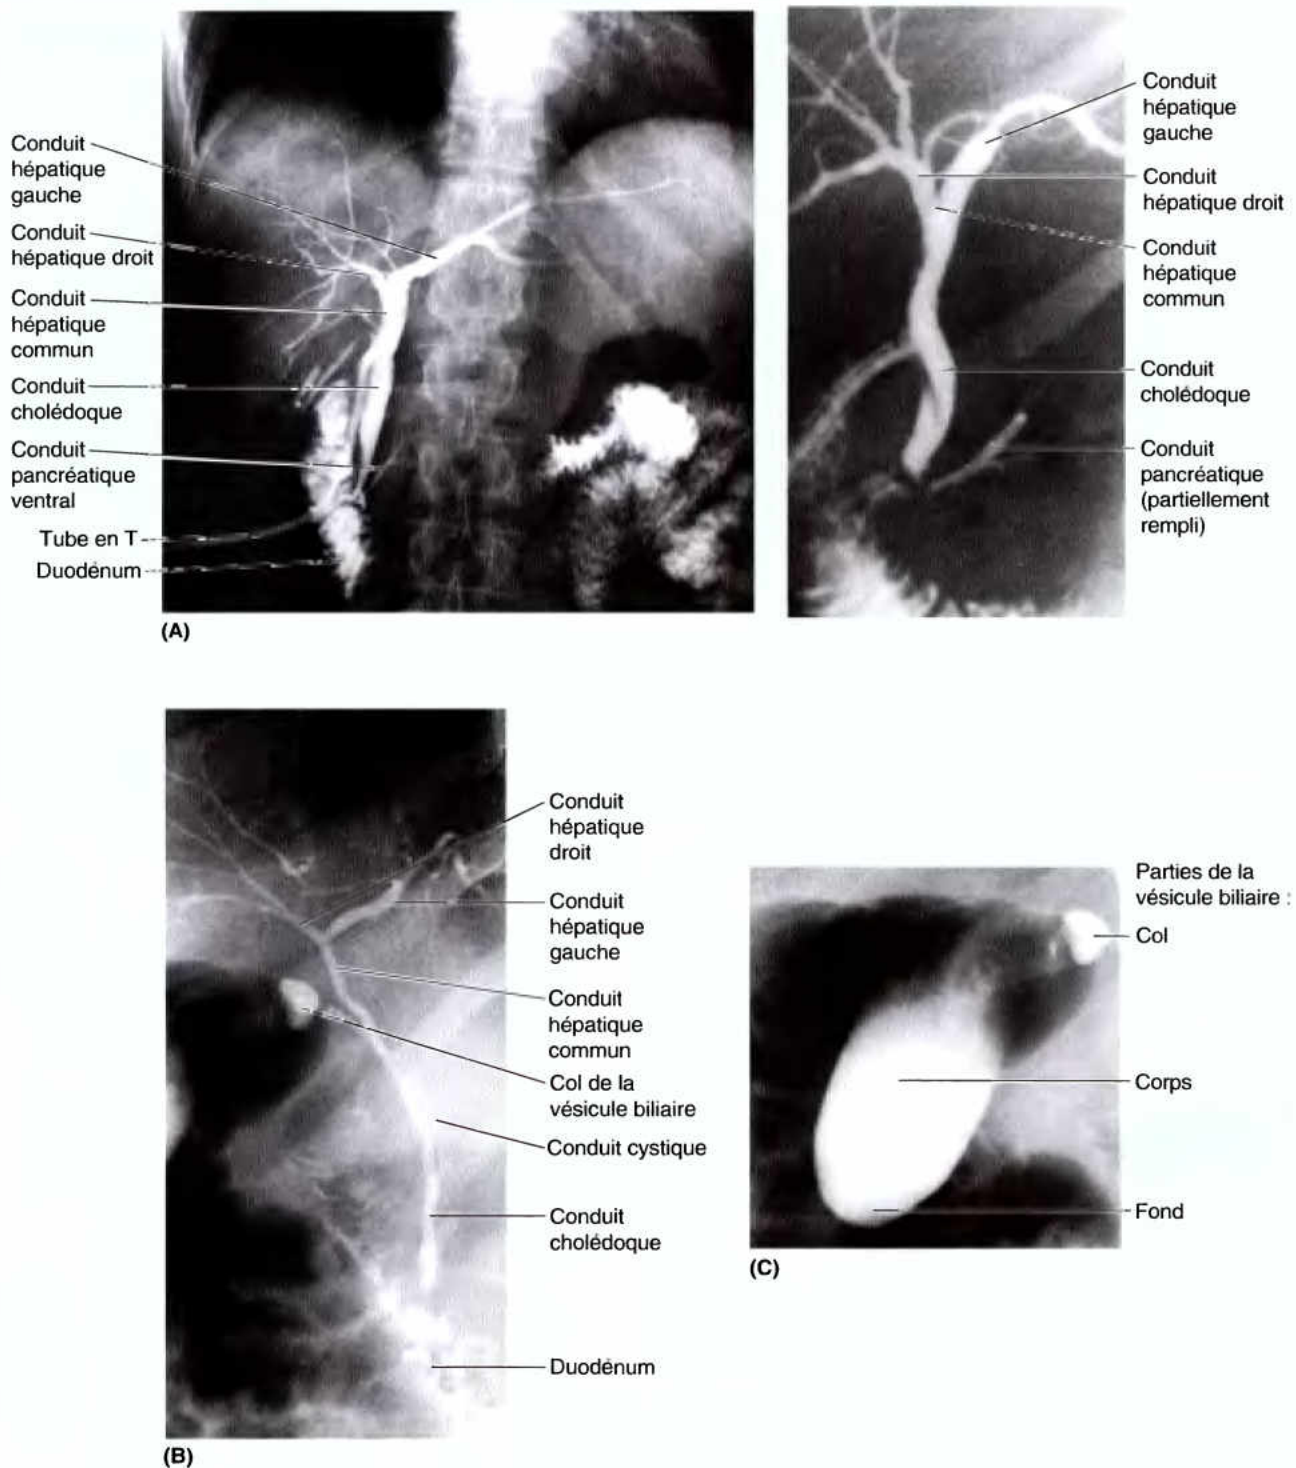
Radiographies des voies biliaires et de la vésicule biliaire. A. Après une cholécystectomie par incision ouverte, du produit de contraste a été injecté par un tube en T, introduit dans les voies biliaires. (Avec l'aimable permission du Dr. J. Helsin, Toronto, ON, Canada.) B et C. Cholangiographie endoscopique rétrograde de la vésicule biliaire et des voies biliaires. Le conduit cystique se trouve habituellement du côté droit et le conduit hépatique commun le rejoint juste au-dessus de la partie supérieure du duodénum. (Avec l'aimable permission du Dr. G. Haber, Professeur Assistant de Médecine, Université de Toronto, Toronto, ON, Canada.)
